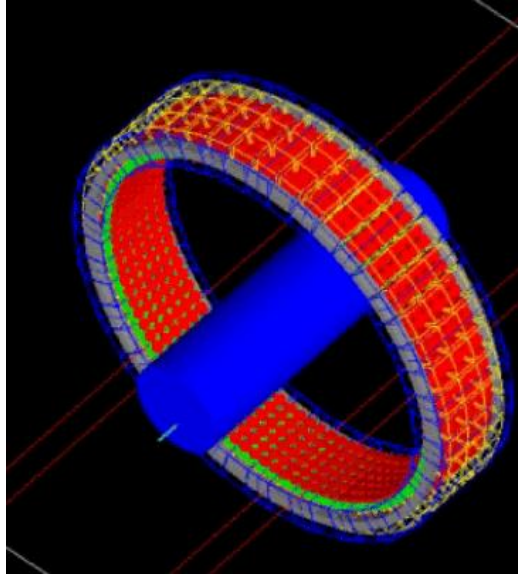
Scanner PET formado a partir do software GATE. Cinzento – blindagem; Verde – detetores; Vermelho – tubos fotomultiplicadores; Amarelo – guias de luz; Azul – objeto cilíndrico sob o qual se adquirirá a imagem. Adaptado de [48].
